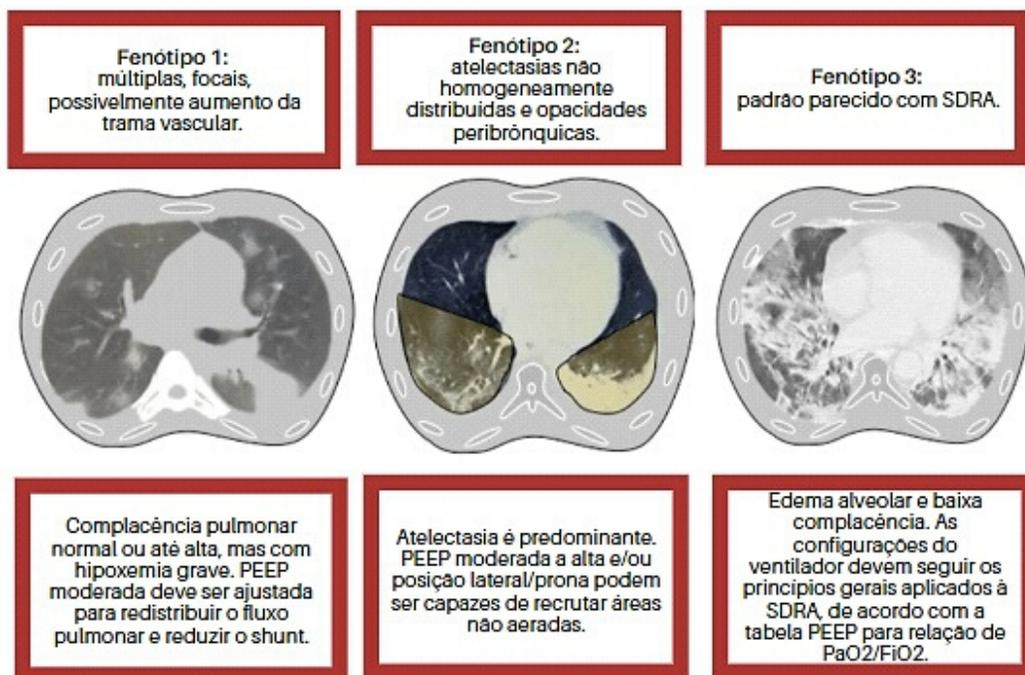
Classificação em três fenótipos baseada nos padrões da tomografia computadorizada de tórax de pacientes com COVID-19.
